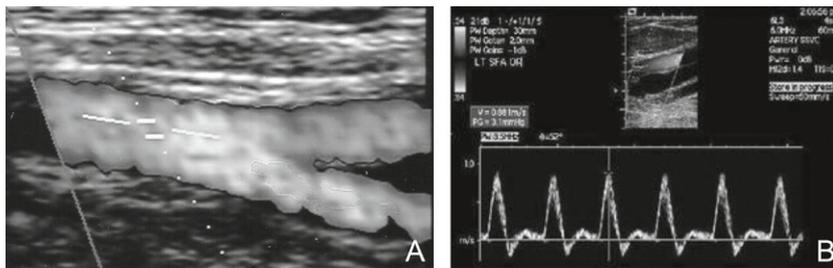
Écho-doppler des membres inférieurs.
